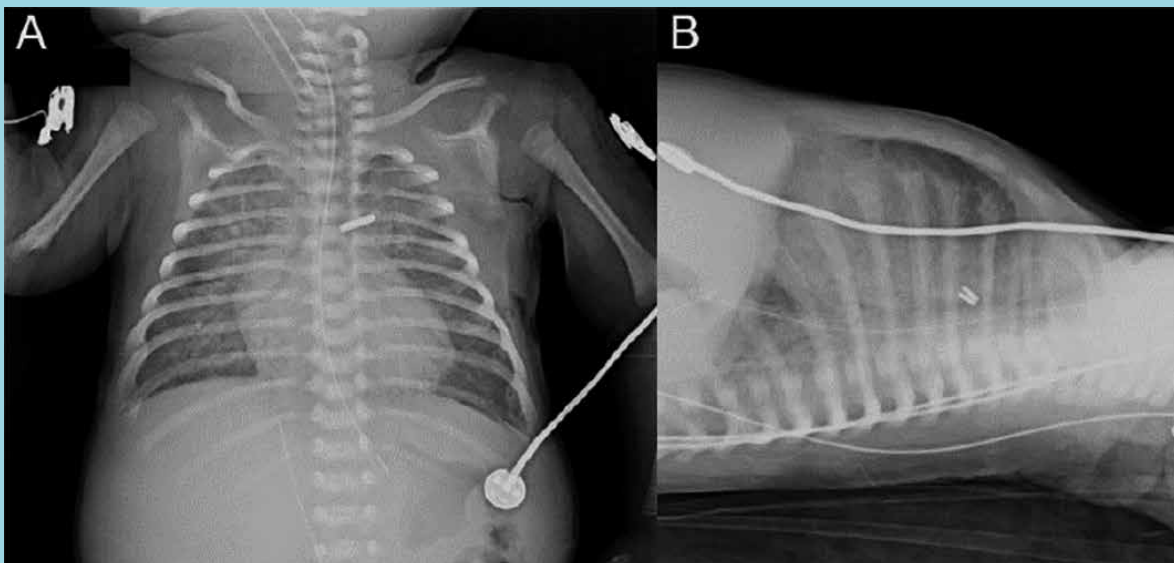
A y B: Radiografía en postoperatorio inmediato en decúbito supino, proyección anteroposterior y lateral. Se observa doble clipaje con clips *in situ* post cirugía de Ductus Arterioso Persistente.
